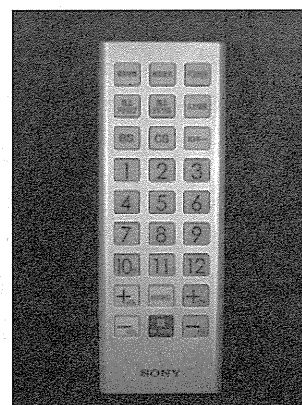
カバー装着用に選択したリモコン(SONY製、RM-PZ3SD)
